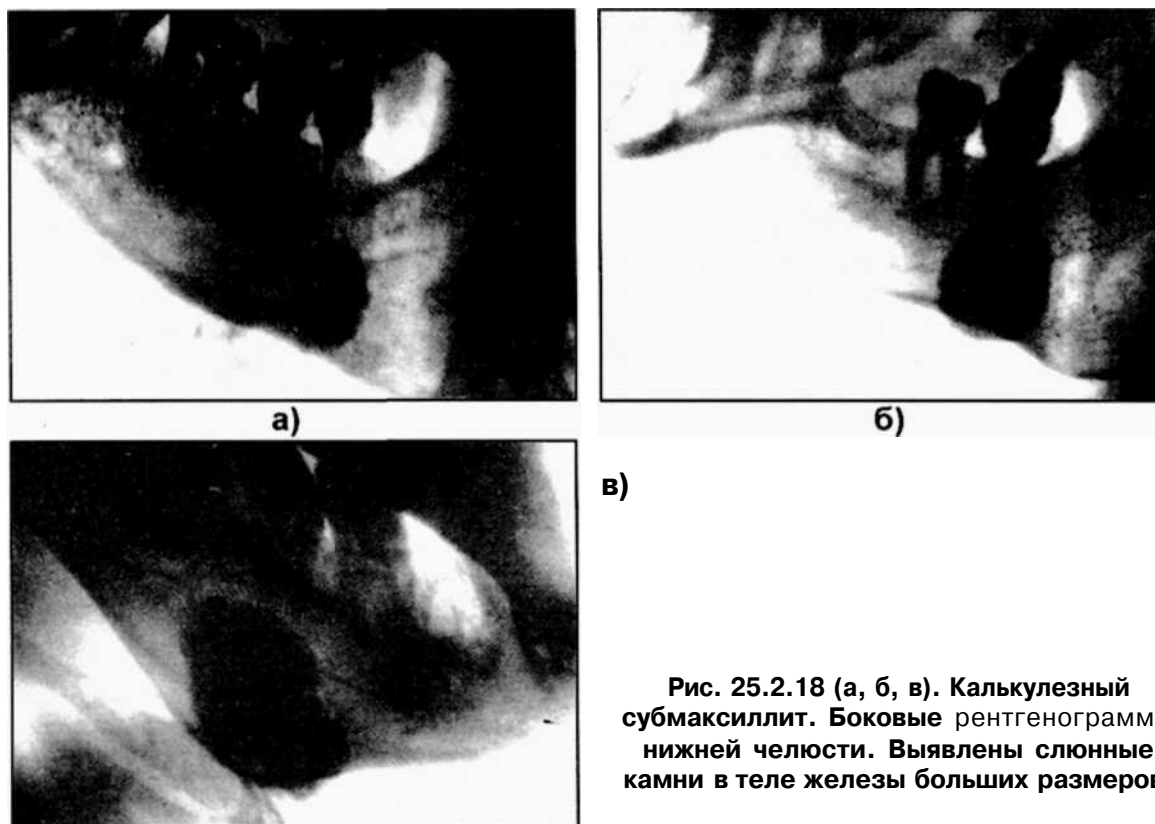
(а, б, в). Калькулезный субмаксиллит. Боковые рентгенограммы нижней челюсти. Выявлены слюнные камни в теле железы больших размеров.
